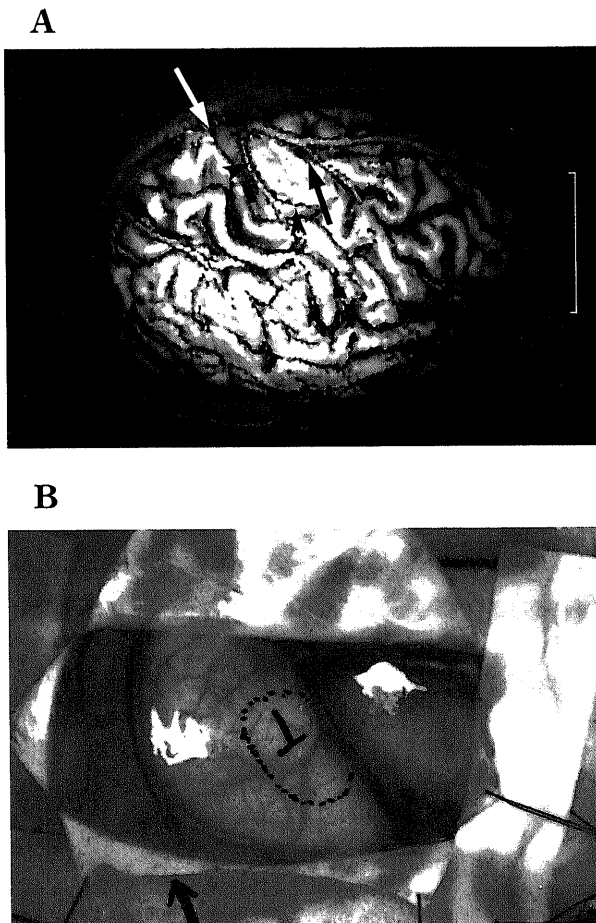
A patient with metastatic brain tumor. (A) 3D-MRI showed that the precentral gyrus was swollen (arrowheads) and superficial cerebral veins ran along the central sulcus (white arrow) and precentral sulcus. A part of tumor was seen at the edge of the precentral sulcus (black arrow). (B) Intraoperative photograph. The relation between the tumor and brain surface, veins were shown as same as those of Fig. 3(A). The precentral gyrus was also swollen as that of Fig. 3(A). Bar=5cm.
